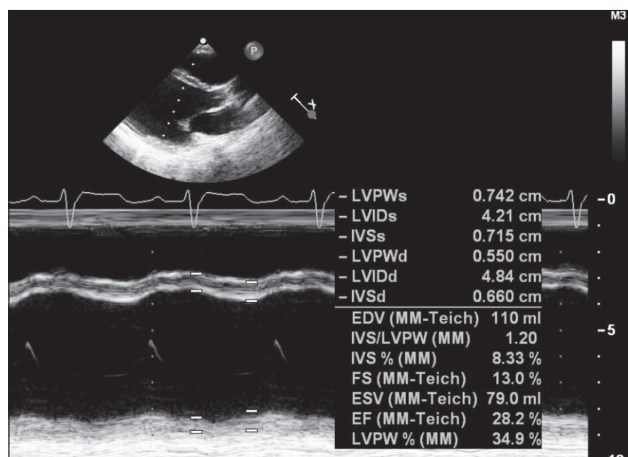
Эхокардиография пациентки
